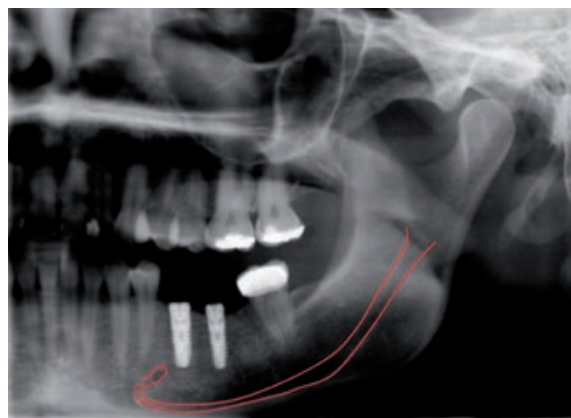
2D-Röntgenkontrolle (OPG) nach Wundverschluss.
